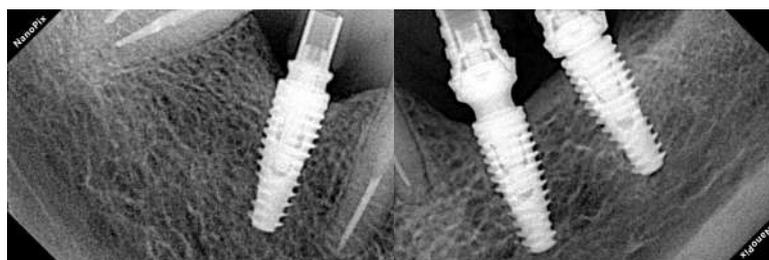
y 9 Radiografías dentoalveolares del cuadrante inferior derecho e izquierdo.
